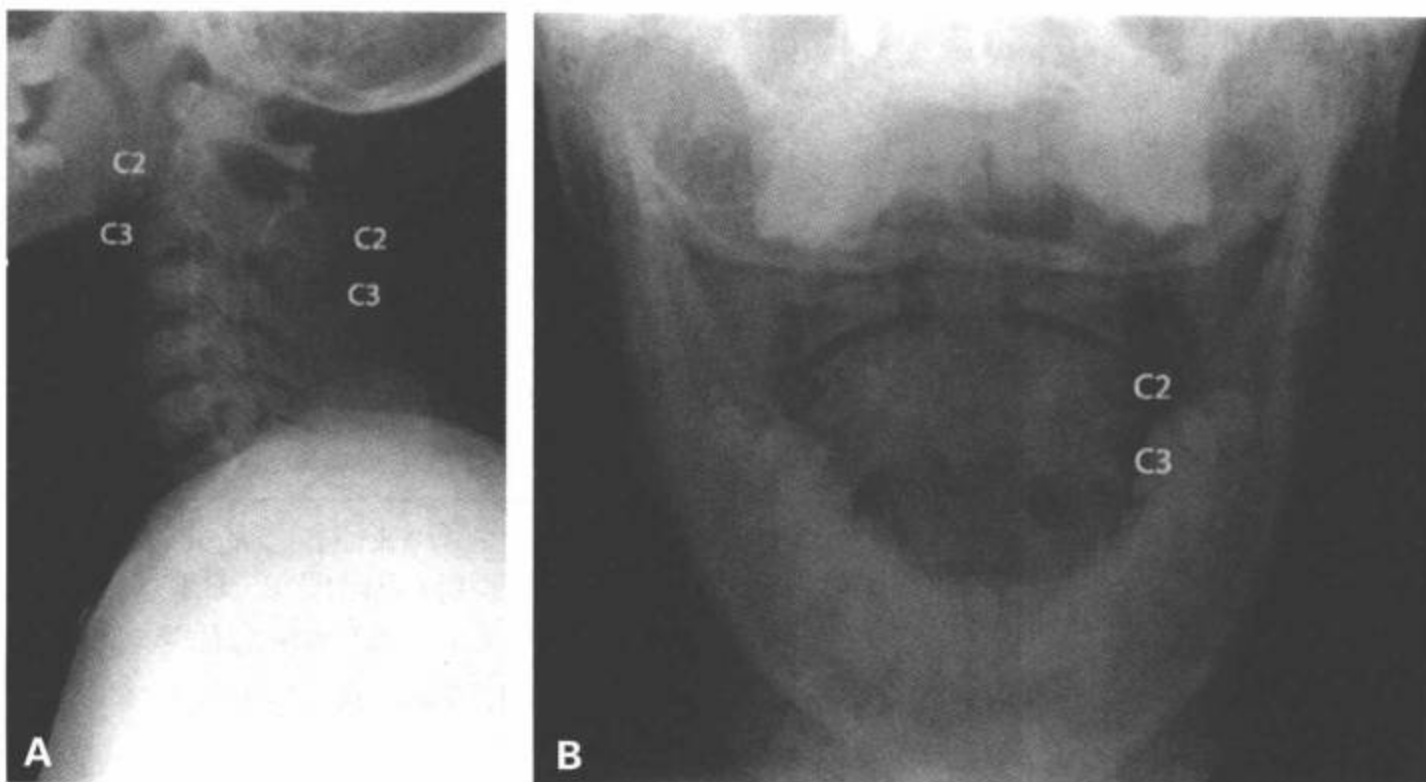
C2-C3后部融合畸形。行人与汽车相撞。前位（A）和张口位平片（B）显示C2与C3椎体异常骨性融合，C2与C3之间无椎间盘，C2与C3的后部结构无分隔。注意继发于两个邻近椎体节段融合的骨质明显向后过度生长。
